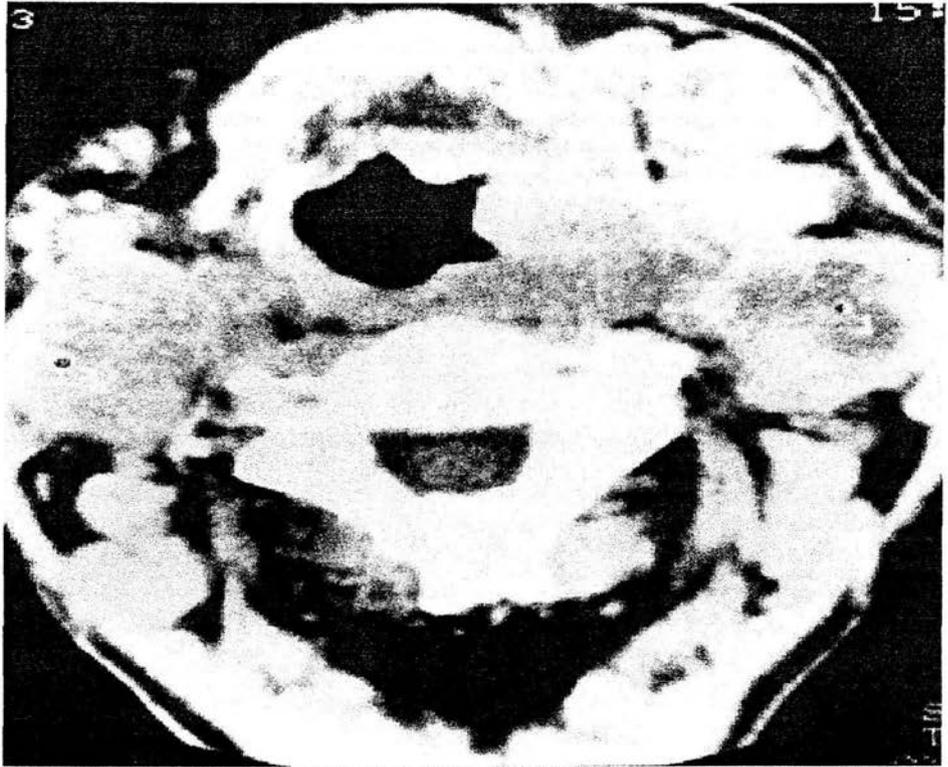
TAC de cuello simple en donde se observan múltiples adenomegalias submandibulares bilaterales de predominio izquierdo, numeradas.
